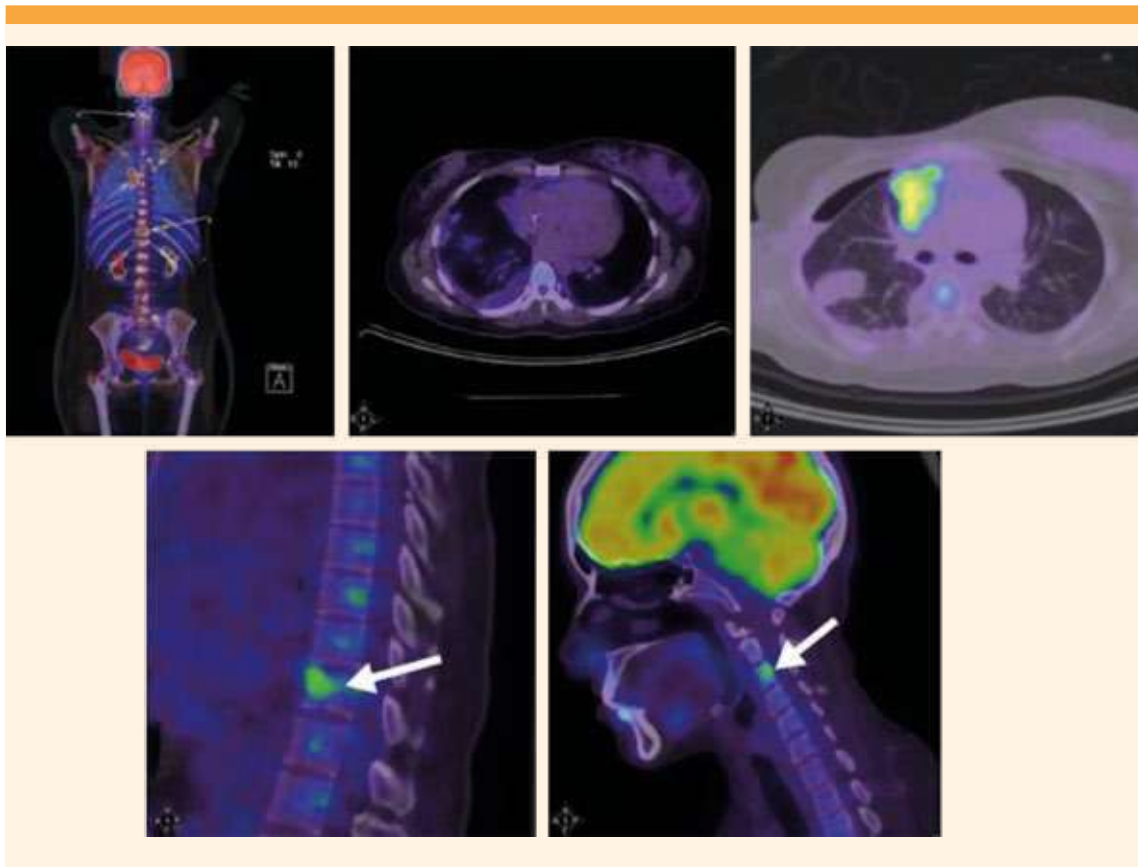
PET-CT: conglomerado ganglionar mediastinal que infiltra al pericardio e hipermetabolismo focal en el cuerpo vertebral de C3 y T11, hipermetabolismo leve y difuso de la médula ósea, de características reactivas.
